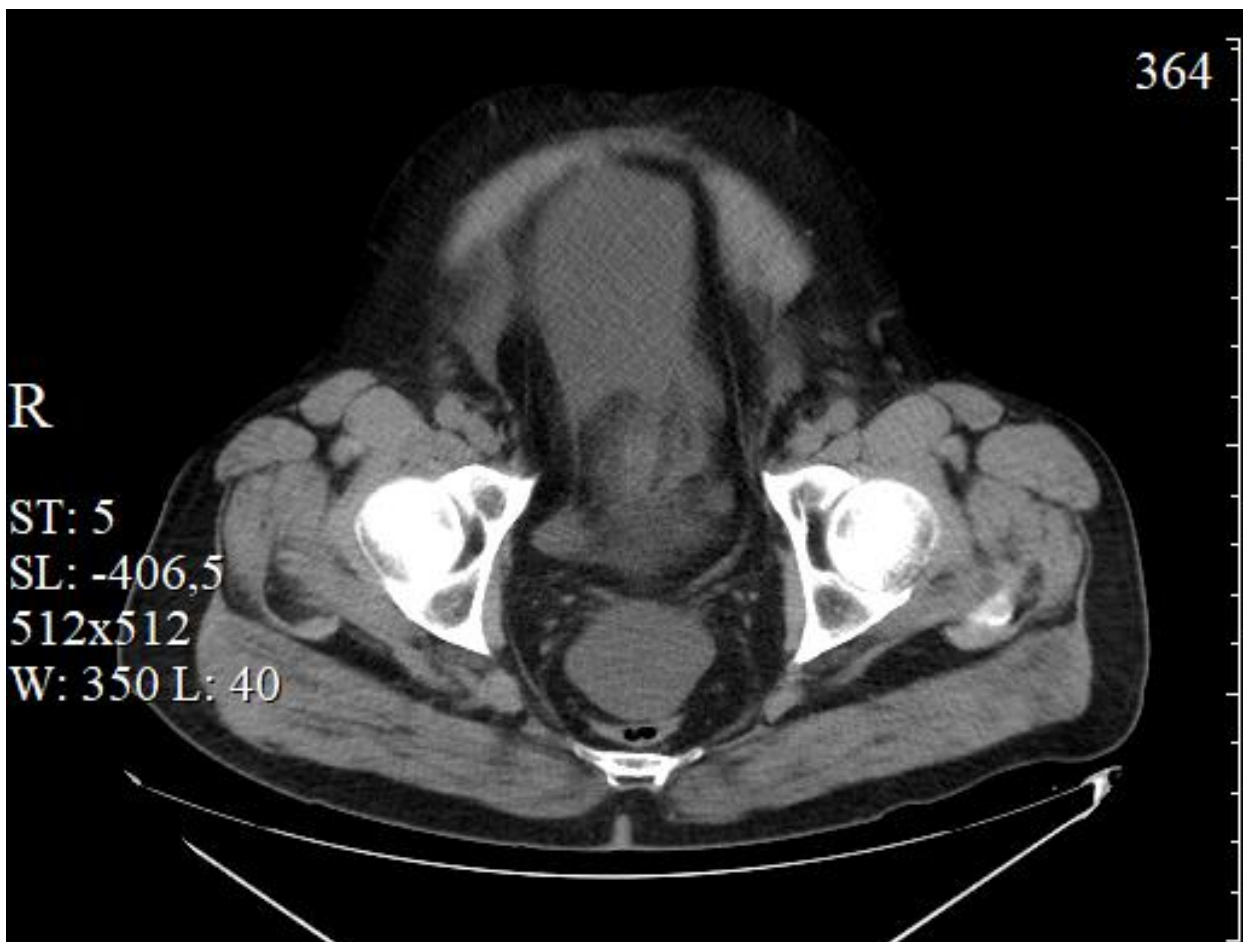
КТ-картина выхода жидкости за пределы мочевого пузыря.
